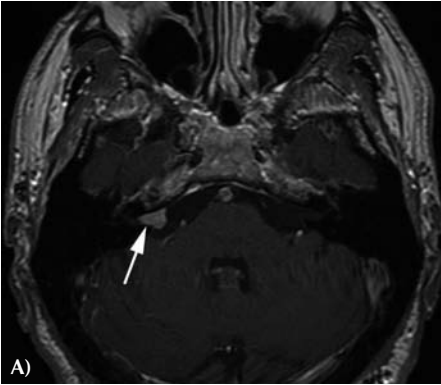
IRM des conduits auditifs internes et de la fosse cérébrale postérieure d'un schwannome vestibulaire. A) Coupe axiale en séquence T1 avec injection de gadolinium : la lésion apparaît sous la forme d'une prise de contraste tissulaire au sein du méat acoustique interne droit (flèche), préservant le fond du méat, débordant du porus et se dirigeant vers la citerne préponicque droite. B) Coupe axiale en séquence T2 : la lésion est en hyposignal. C) Coupe axiale en séquence volumique pondérée en T2 de type FLEST : cette image permet de visualiser les différentes branches du division du nerf vestibulo-acoustique (flèche).
